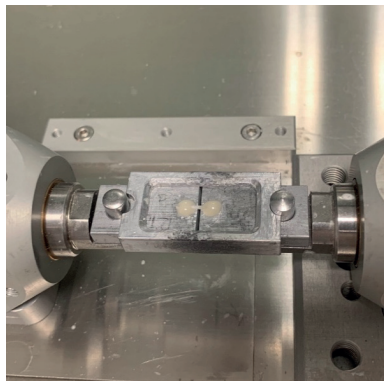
Aufsicht auf das Gerät TC-550 mit eingespannter Probe zum Mikrozugversuch.
